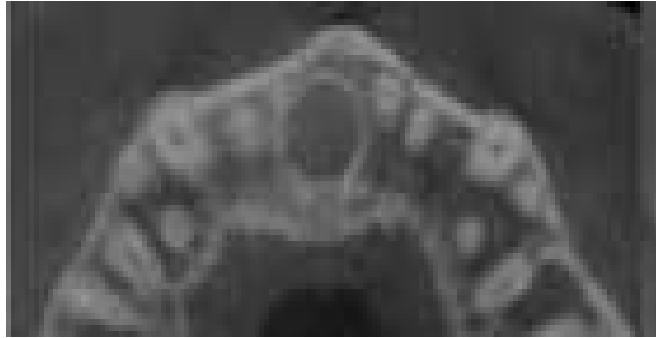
Фрагменти КТ - знімка пацієнтки С.,38 років, із вогнищем деструкції кісткової тканини в ділянці носопіднебінного каналу. Чітко простежується обідок склерозованої кістки навколо кістозної порожнини.
